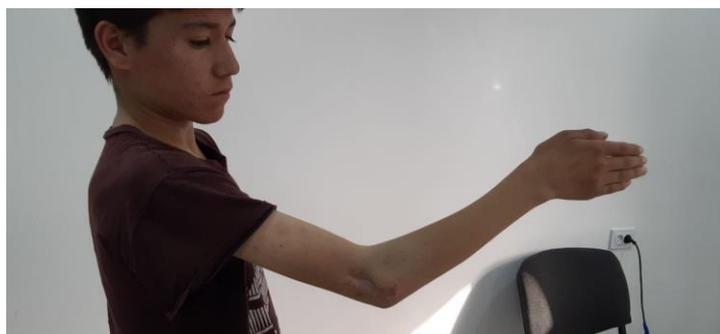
Рентгенограмма и фото больного И.А., 13 лет, давность травмы 8 лет. Контрактура сустава.
